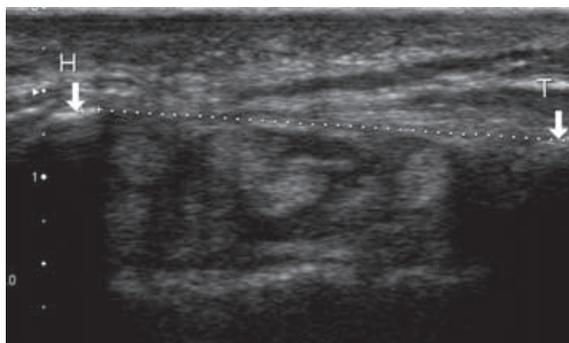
Coupe axiale échographique. Le nerf médian et les tendons fléchisseurs sont tous situés sous la ligne. La décompression chirurgicale est jugée insuffisante.
